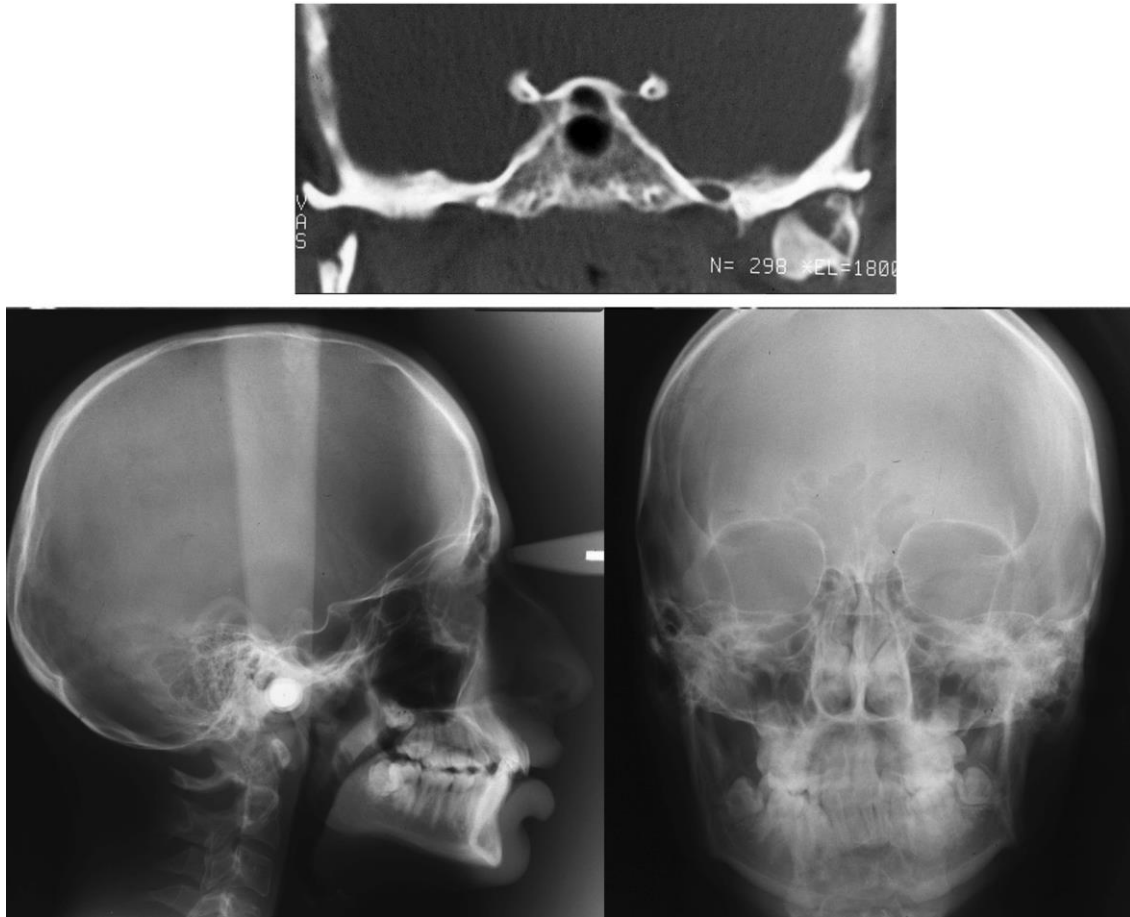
En haut, scanner initial en coupe coronale du patient présentant une fracture à retentissement articulaire sous-condylienne haute luxée à 90°. En bas, les téléradiographies en fin de croissance ne retrouvant pas d'asymétrie majeure.
